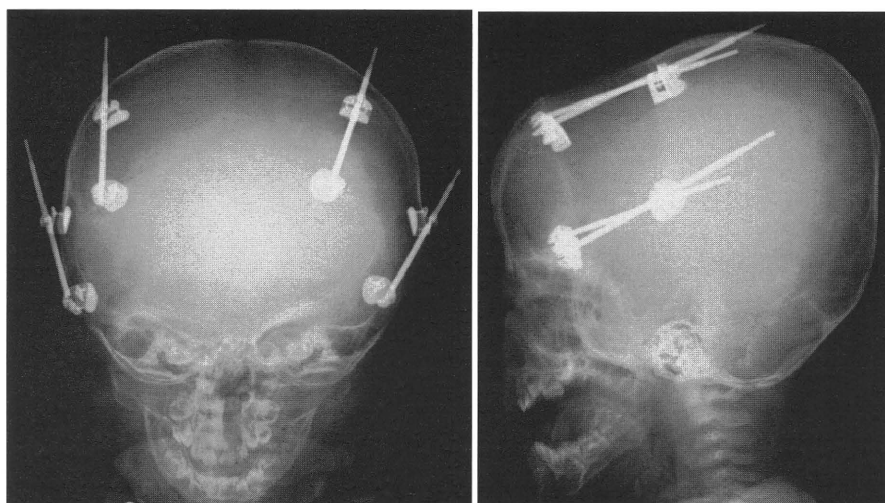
頭部単純X線像 (頭蓋形成後, 生後6か月時)
